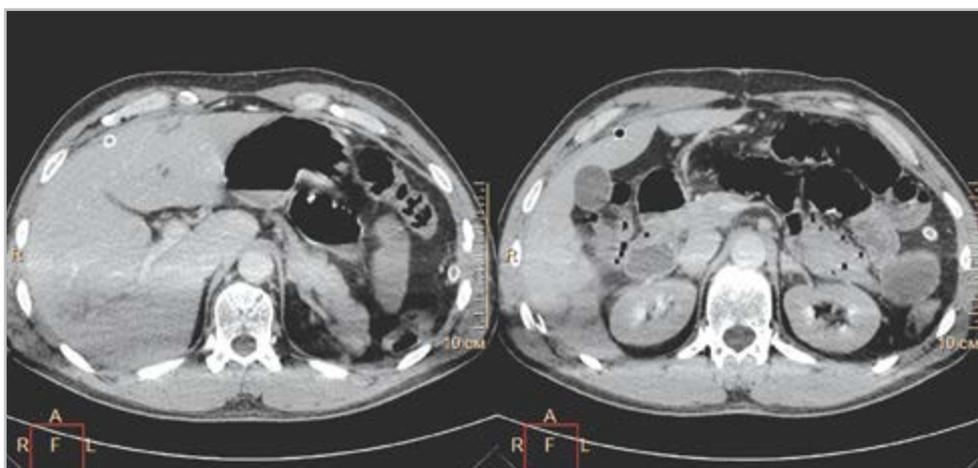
Компьютерные томограммы, аксиальные срезы, сканирование пациента с руками, расположенными вдоль тела: отмечаются линейные артефакты от локтевых суставов, снижающие информативность изображений печени, хвоста поджелудочной железы
